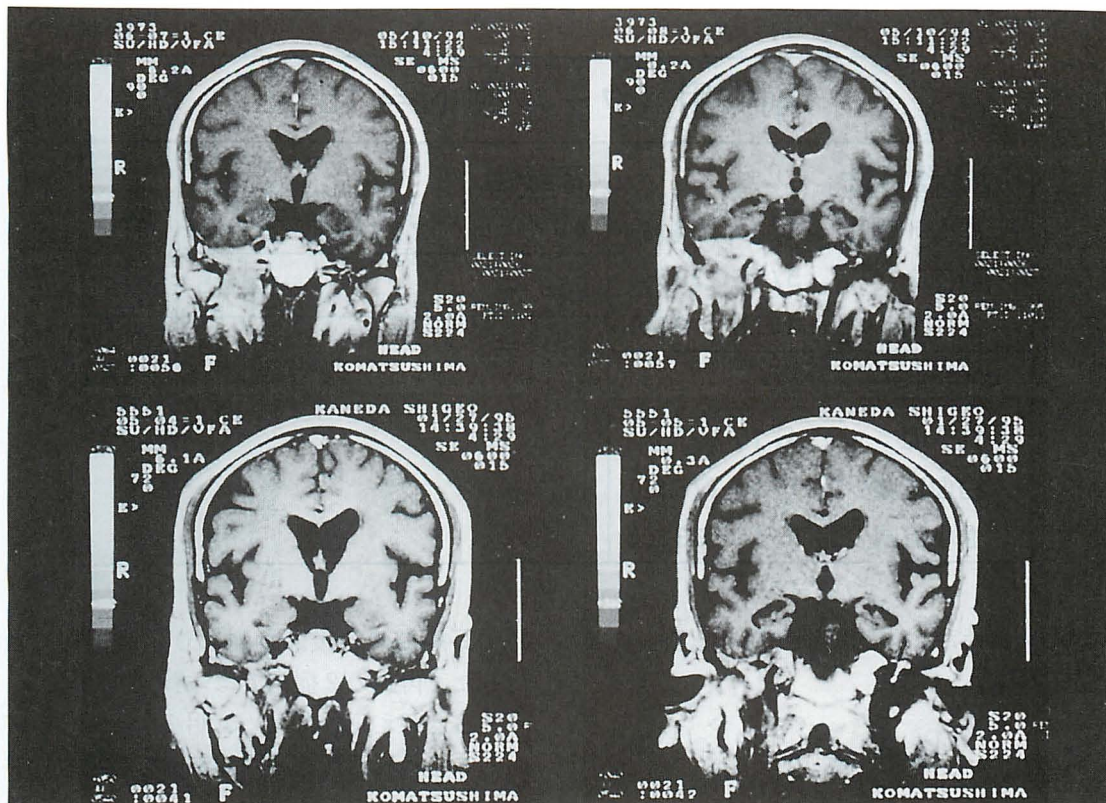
造影 MRI T1 coronal view である 上段は治療前、下段は治療後である
